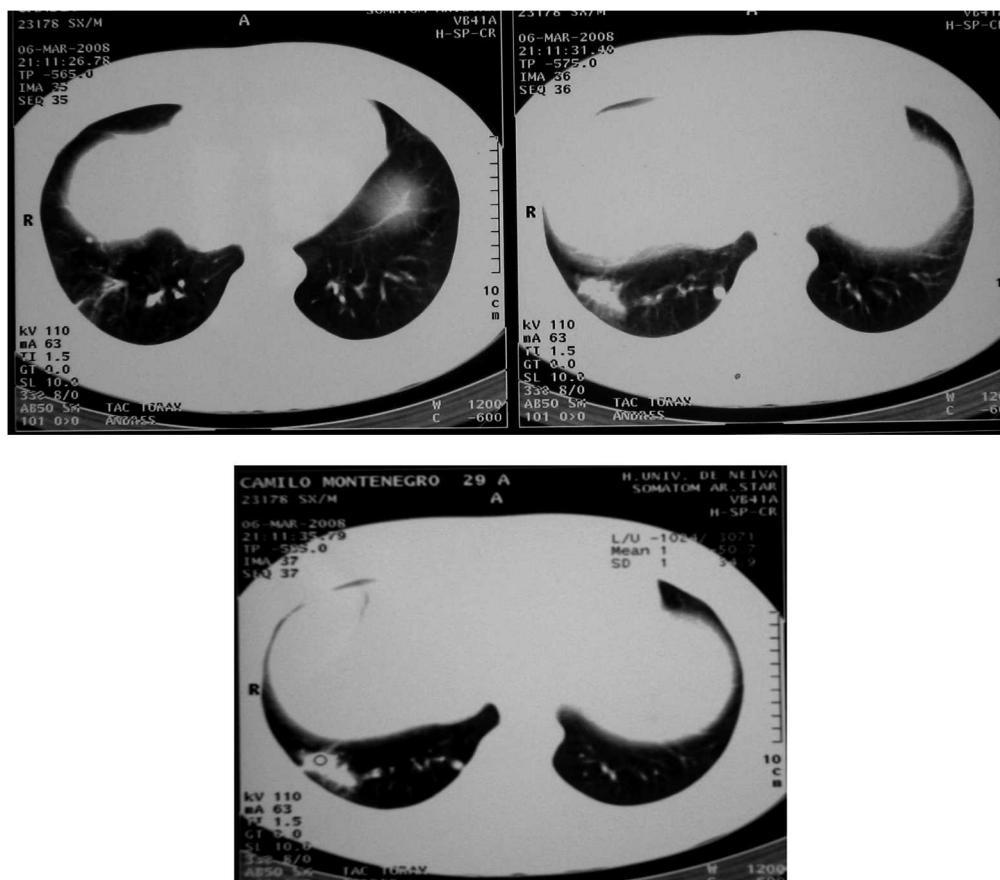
Tomografía de tórax. Ventana para pulmón.
